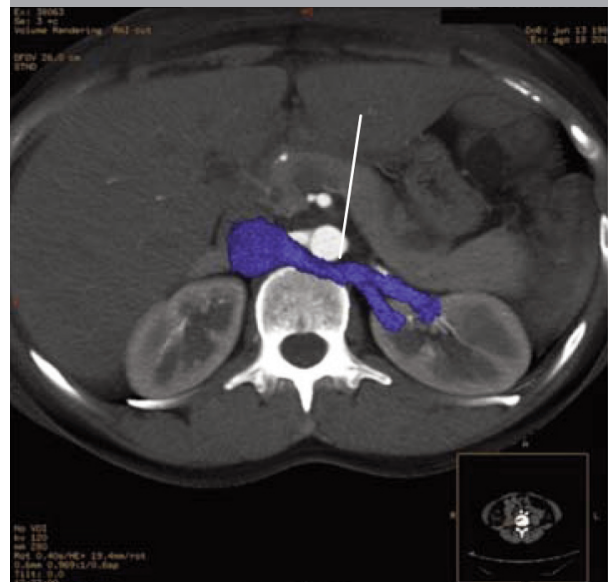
Tomografía computarizada de abdomen con doble contraste: Vena renal izquierda retroaórtica (Síndrome de Cascanueces), sin evidencia de Lesión ocupante de espacio
